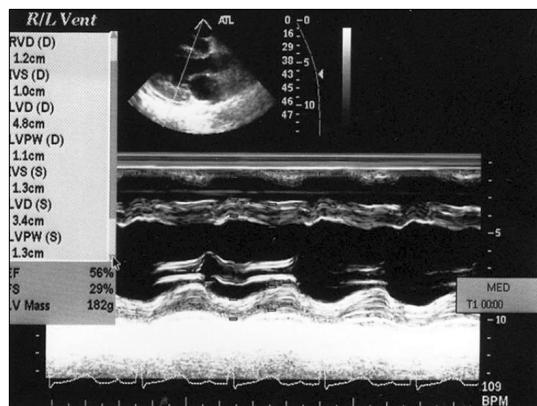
Follow-up transthoracic echocardiography shows decreased left ventricular end-diastolic dimension (LVEDD) (48 mm) than before (52 mm) and improved ejection fraction (56%) than before (32%) and no pericardial effusion.
